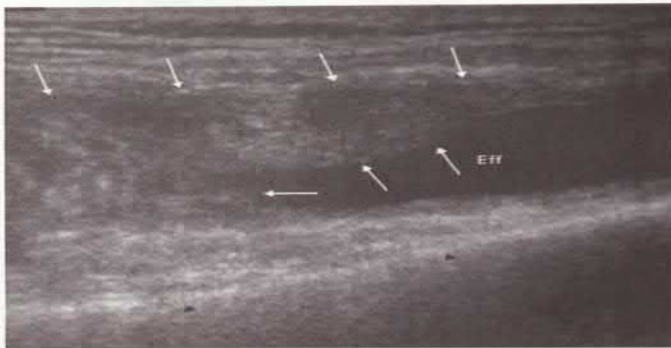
USG longitudinală a genunchiului prin bursa suprapatelară. Se determină corticala anterioară a femurului (triunghiurile negre), efuzie articulară (Eff) și sinovită (săgeți albe) a bursei suprapatelare (Hochberg, M.C. *Rheumatology*, 2010)
